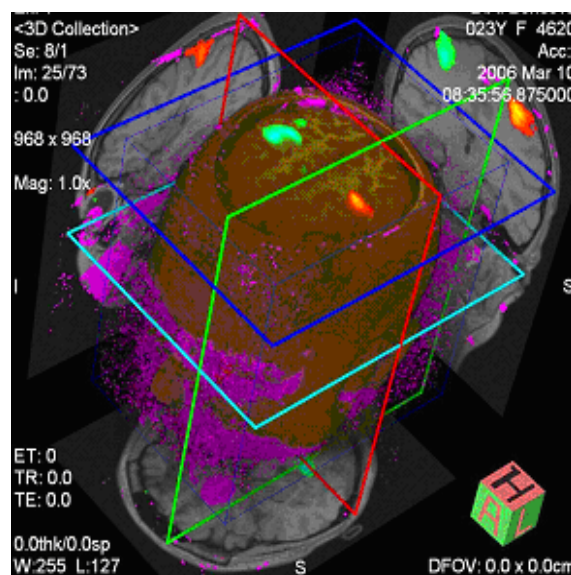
Функциональная МРТ.
